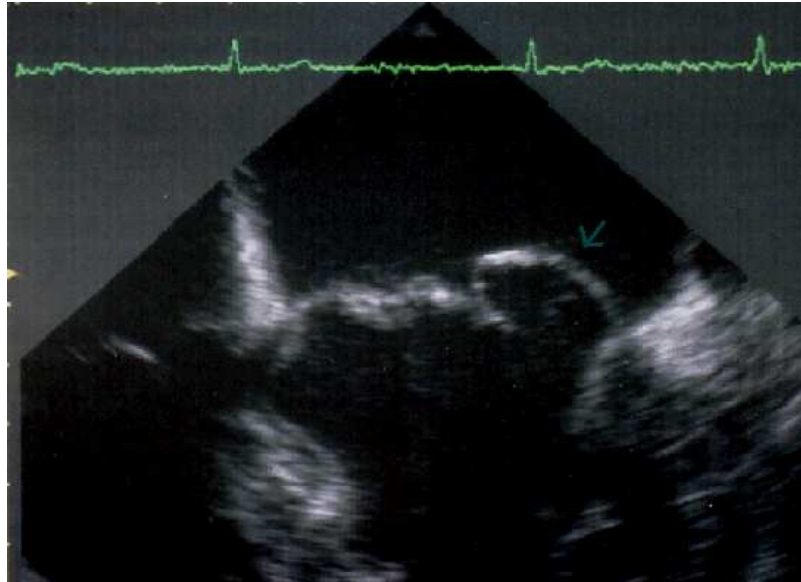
transoesophageale Echokardiographie: Prolaps des hinteren Mitralsegels
